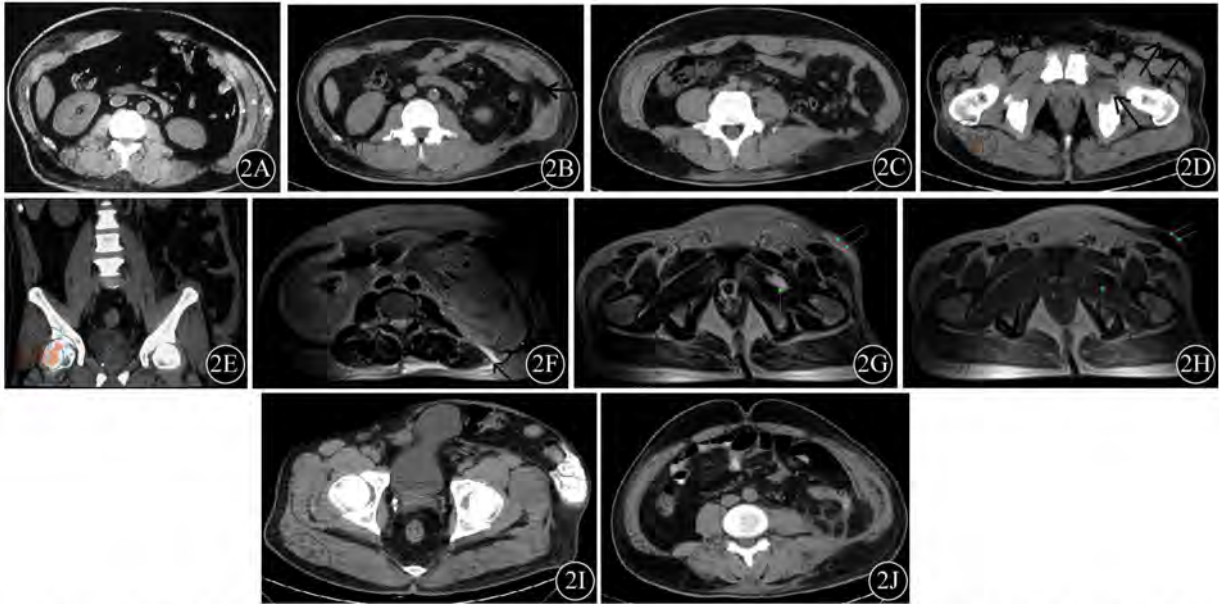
慢性进展型TAWH。腹壁挤压伤病例。2A: 为外伤后1 h单排螺旋CT图像, 示右侧腹壁脂肪层挫伤, 左腹外斜肌、腹内斜肌及腹横肌肿胀, 未见腹外疝; 2B~2E: 外伤后3周16层螺旋CT图像, 2B示左侧腹横肌断裂, 腹内斜肌明显肿胀, 腹腔脂肪外疝。2C为2B稍下层面, 示左侧腹壁几乎消失, 肠管外疝于皮下。2D为盆腔层面, 显示腹壁疝及左闭孔外肌损伤表现为低密度。2E为冠状位重建图像; 2F~2H: 外伤后3周MRI图像。2F示T2WI腹肌筋膜断裂处高信号积液, 左侧腹肌挫伤呈高信号; 2G、2H分别为盆腔T2WI、T1WI图像, 显示腹壁疝及左闭孔外肌T1WI低T2WI高信号的横纹肌溶解症; 2I: 为外伤后12周图像, 腹壁疝程度较前加重, 膀胱也疝出; 2J示疝修复术后CT改变
